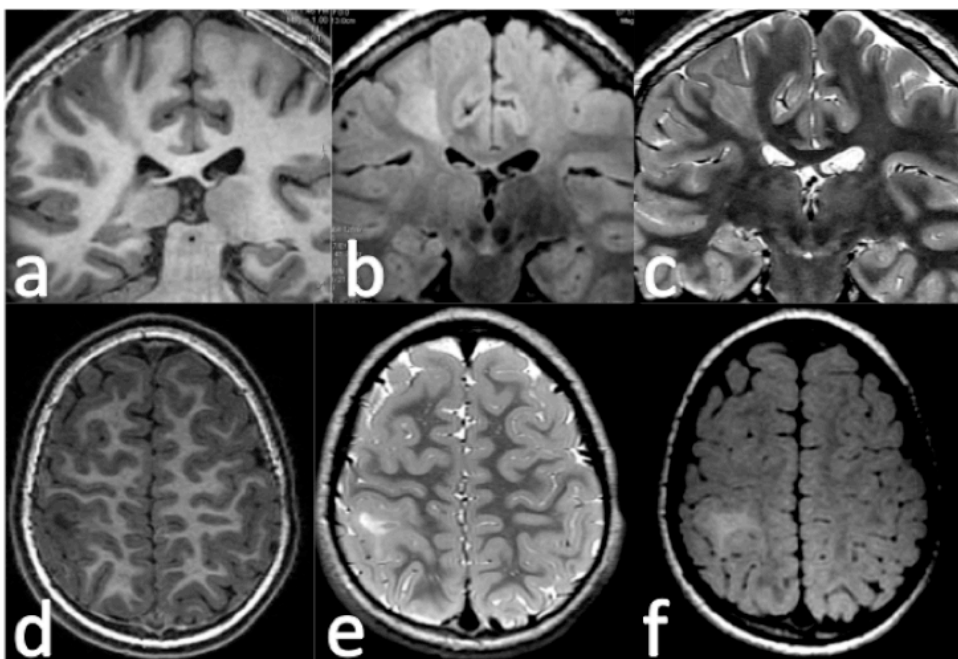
Alteración marcada de la señal en sustancia blanca yuxtacortical derecha. En la fila superior, displasia cortical tipo II con alteración de señal isointensa en T1 (a) marcadamente hiperintensa en T2 (c) y FLAIR (b). En la fila inferior, displasia cortical focal parietal derecha con alteración de señal yuxtacortical hipointensa respecto a la corteza en T1 (d) e hiperintensa en T2 (e) y FLAIR (f).
